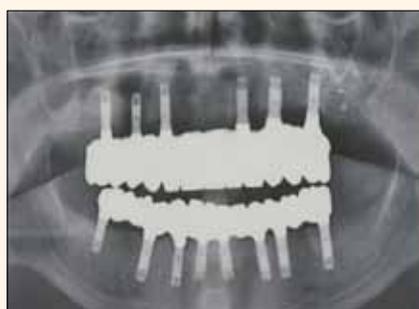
Radiografía final de la restauración final.
